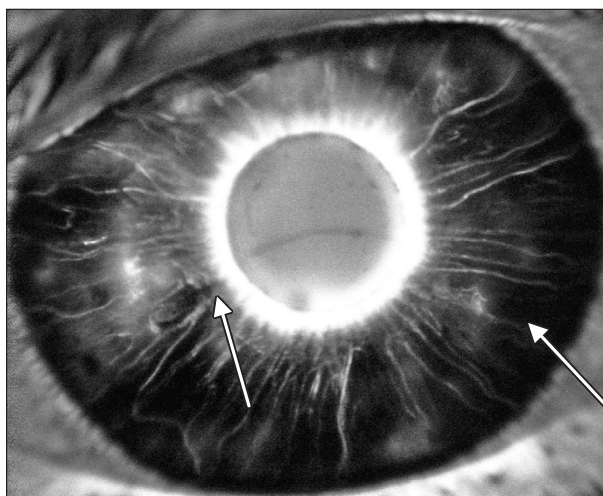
ФИАГ пациента Л. группы 1, 63 года: экстравазация контрастного вещества через стенки радиальных сосудов в строму радужки, симптом «затмения солнца», зоны ишемии (гипоперфузии)
